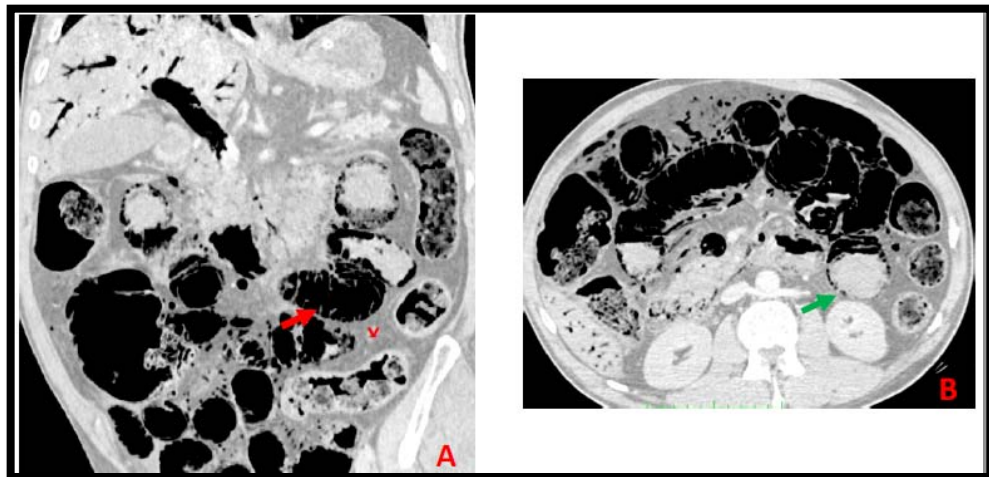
TDM C+ coupe sagittale (A) et axiale (B) objectivant un défaut de rehaussement pariétal (), une infiltration mésentérique (X) et une pneumatose pariétale ().
